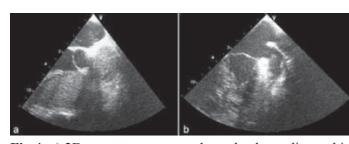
a) 2D contrast transoesophageal echocardiographic appearance of saline microbubbles flow from right atrium to left atrium (indicated with green arrow) b) 2D transoesophageal echocardiographic appearance of left atrial appendix thrombus (indicated with green arrow)
